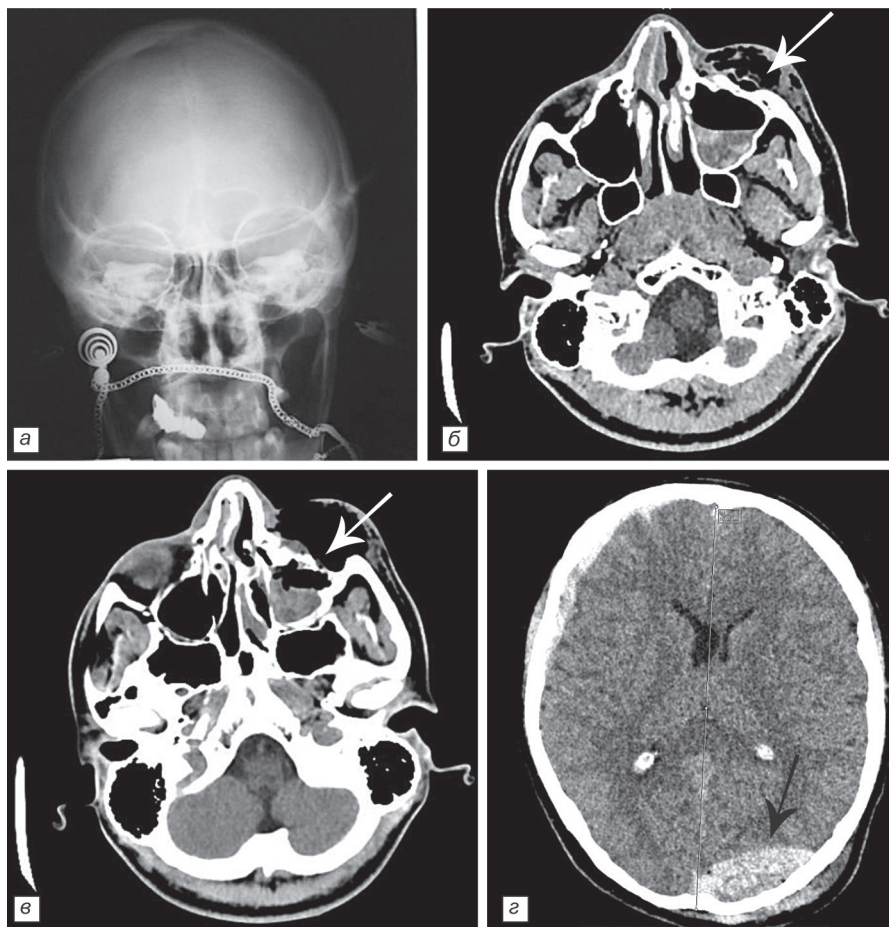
Сопоставление рентгенологических признаков повреждений костей и окружающих тканей по обзорной рентгенограмме (а) и компьютерной томограмме (б-д). Объяснение в тексте.
